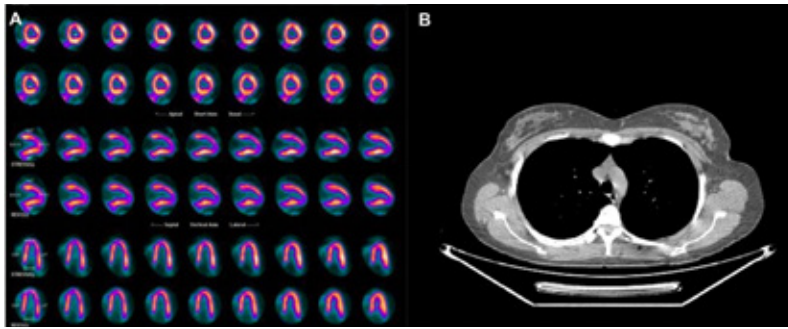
Paciente femenina con sospecha de INOCA por angina microvascular. A-Perfusión miocárdica con PET N13-Amonio, sin evidencia de ischemia. B- Score de calcio de 0. C- Cuantificación de RFM alterada (global: 1,73)
